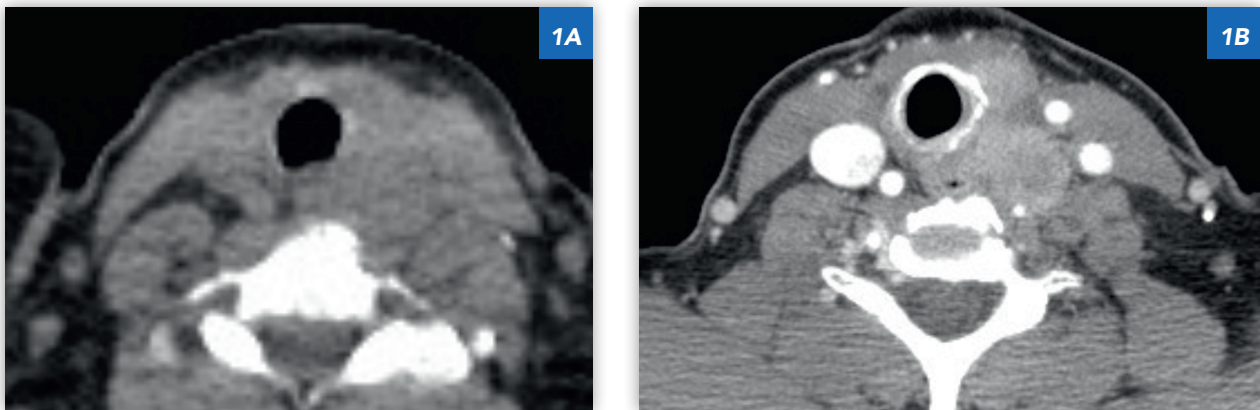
Exemple de cancer envahissant l'œsophage cervical. Comparaison entre les images de TDM sans injection et avec injection de produit de contraste iodé. (A : TDM sans injection ; B : même patient, TDM avec injection).
